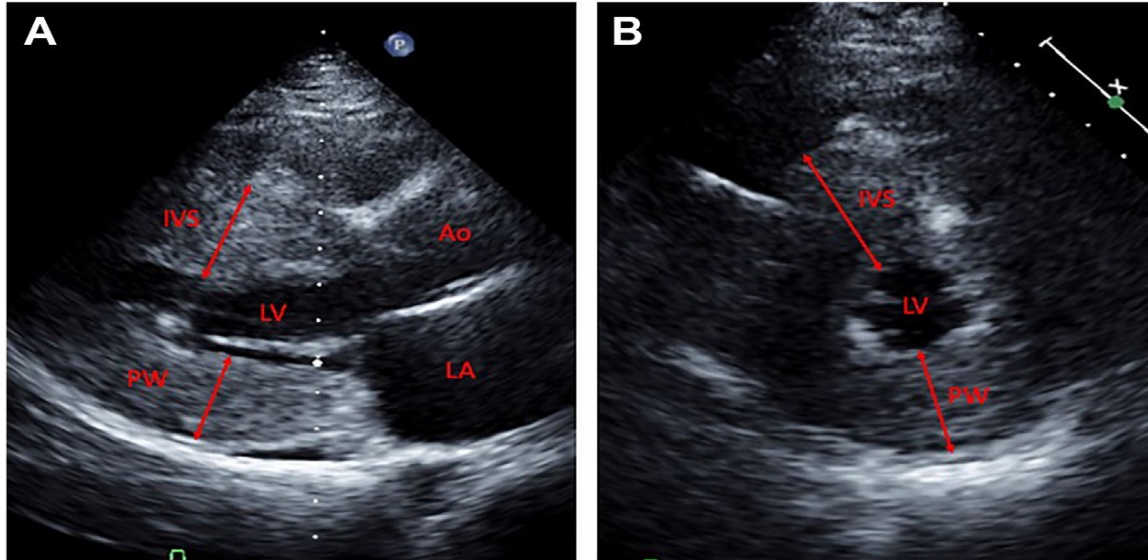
Ecocardiograma de un niño de 13 años que colapsó mientras corría en una pista. Se observó que tenía fibrilación ventricular cuando llegaron los paramédicos y lo desfibrilaron. Ecocardiograma en dos vistas, eje largo (A) y eje corto (B), que demuestra un miocardio engrosado concéntricamente compatible con miocardiopatía hipertrófica. Hay una pequeña cavidad del ventrículo izquierdo (LV) y aumento de las dimensiones del tabique interventricular (IVS) y la pared posterior (PW). Ao, aorta; LA, aurícula izquierda.
